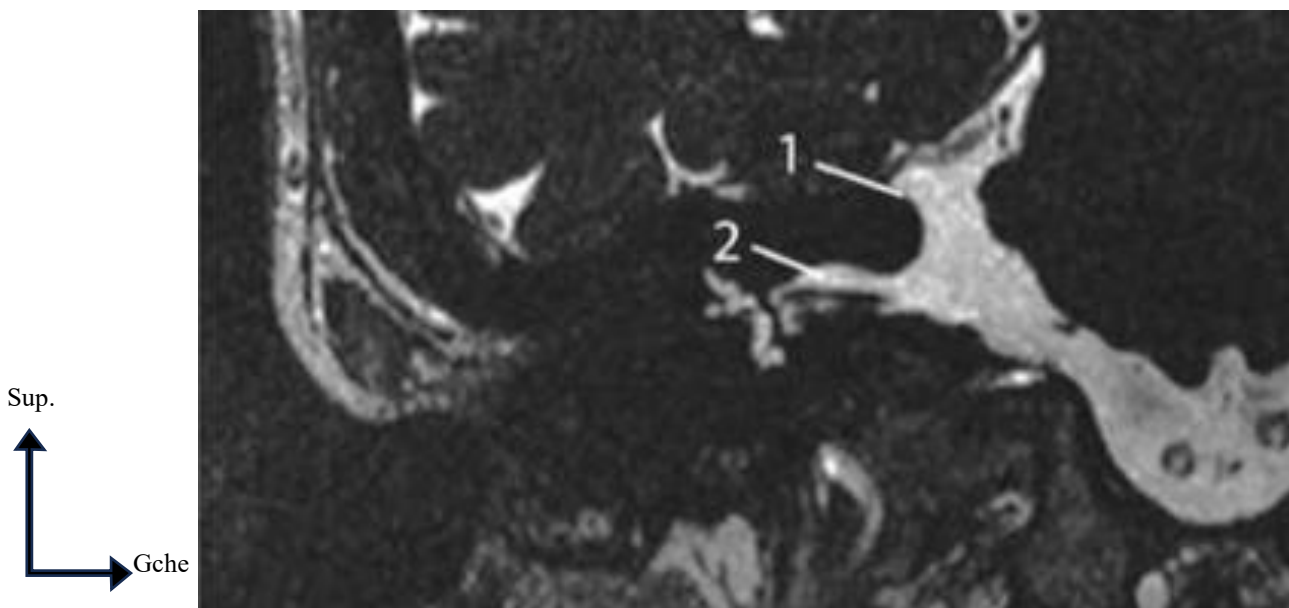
IRM en séquence HR T2, coupe coronale. (1) Paroi postéro-interne ; (2) méat acoustique interne. [14]
